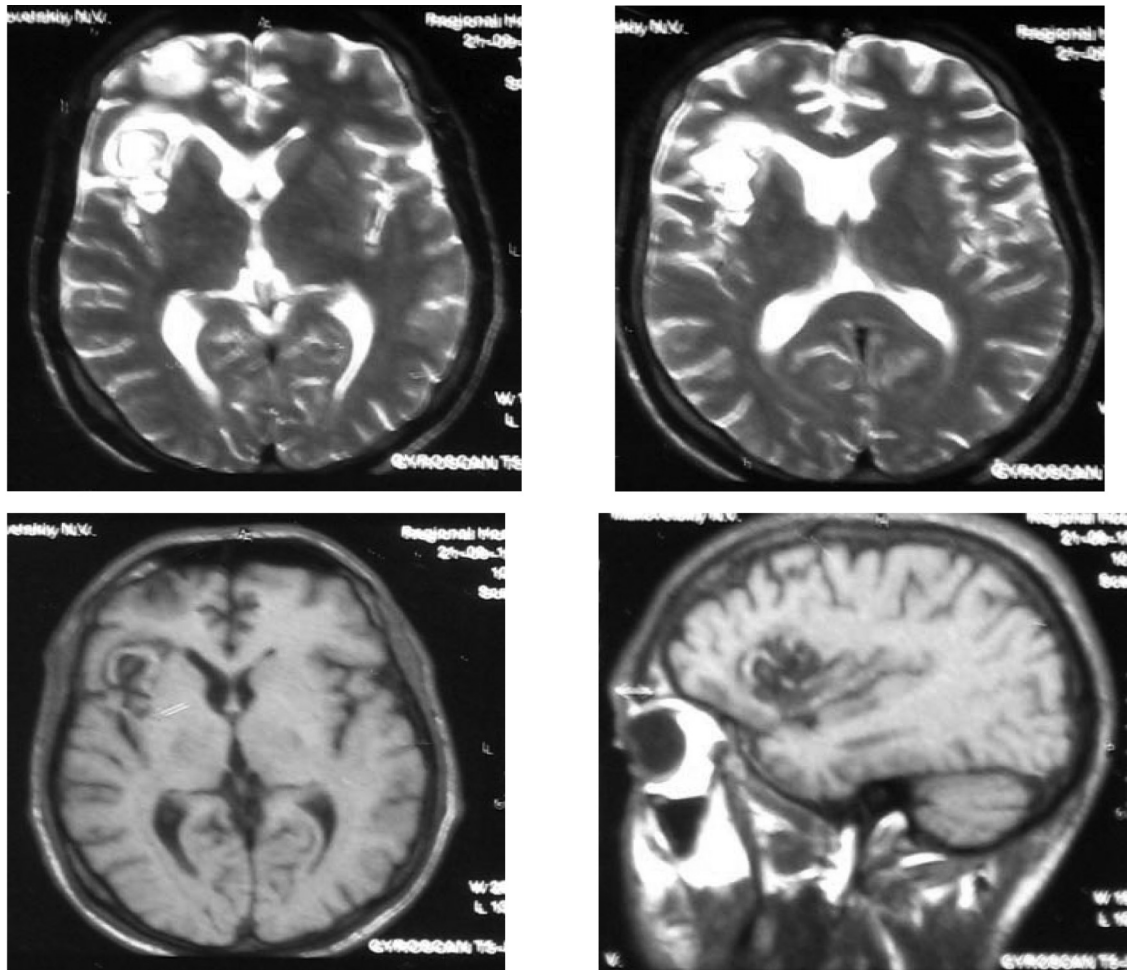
МРТ — T2 та T1-зважені зображення. АВМ субкортикальної локалізації справа
